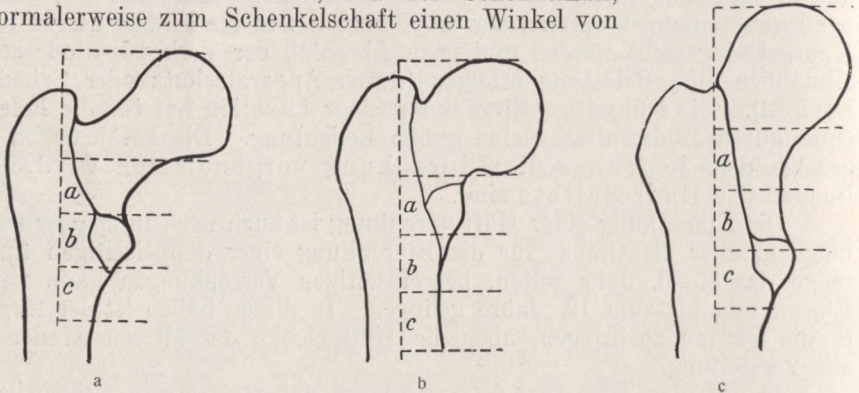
Die Diagnose der Coxa vara und valga im Röntgenbilde nach Lange. a normaler Femur, b C. vara, c C. valga (s. S. 170).
